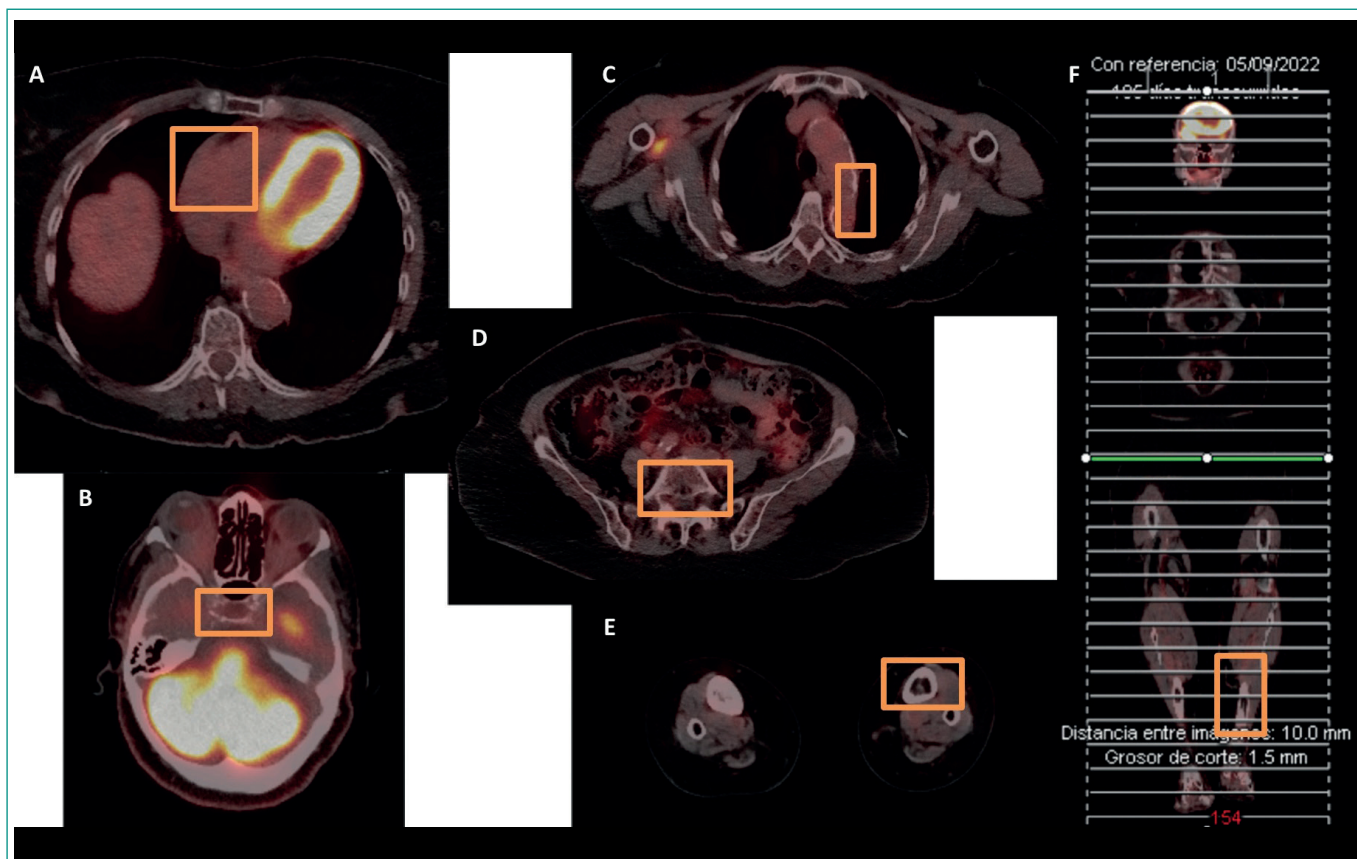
Imágenes PET-TAC de control tras 4 meses de tratamiento con respuesta metabólica completa.
